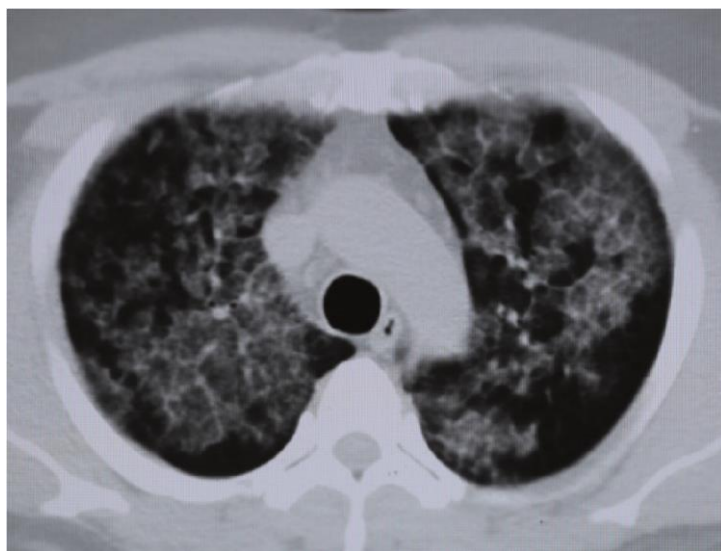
Tomografia computadorizada do tórax realizada depois de lavado pulmonar total. Imagem evidenciando melhora discreta das áreas de opacidade.
